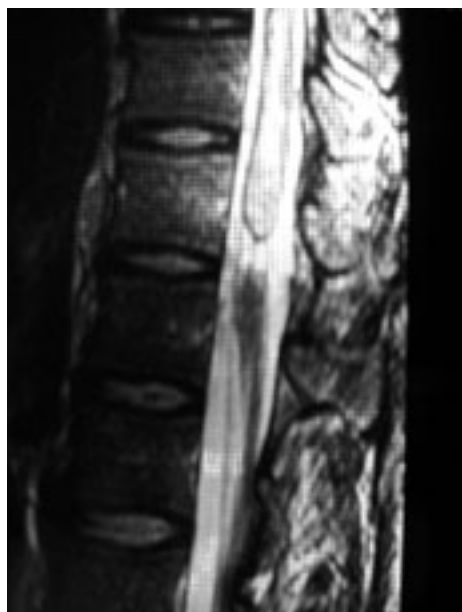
Resonancia magnética del paciente caso 1, se observa la falta de continuidad de la médula con formación de fondos de saco.
